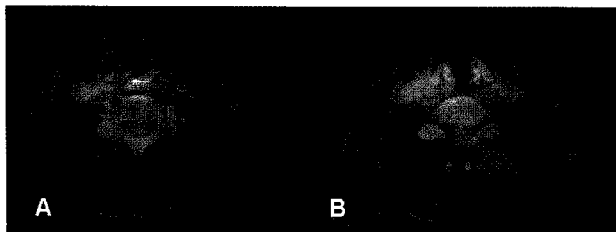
FDG PET-CT fusion images of a normal subject from phonation group show hypermetabolism in interarytenoid muscle area (A) and both lateral cricoarytenoid muscle area (B).
